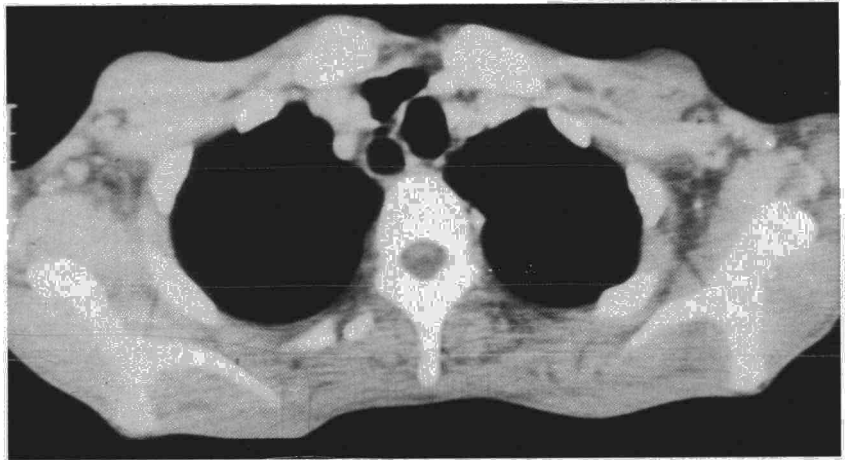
TAC torácica del mismo enfermo. Se aprecia una imagen hidroaérea en el mediastino.
